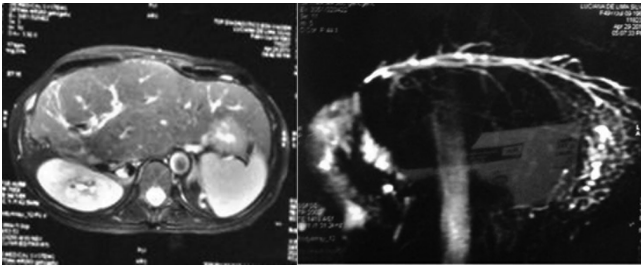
Colangiressonância no 18º mês pós-ressecção hepática mostrando hipertrofia do lobo esquerdo (observar a estenose biliodigestiva)
